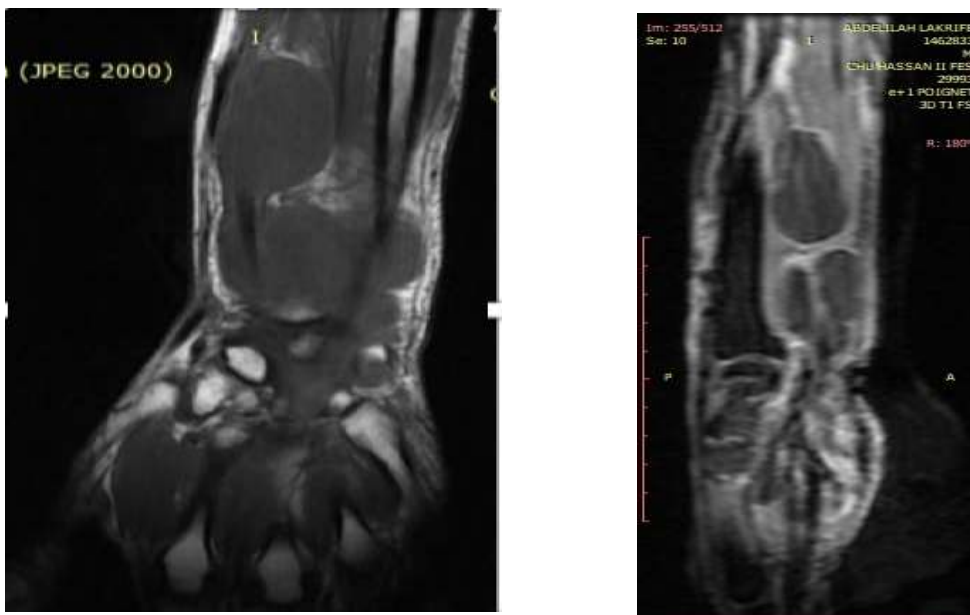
Aspect IRM montrant multiples kystes engainant les structures tendineuses
